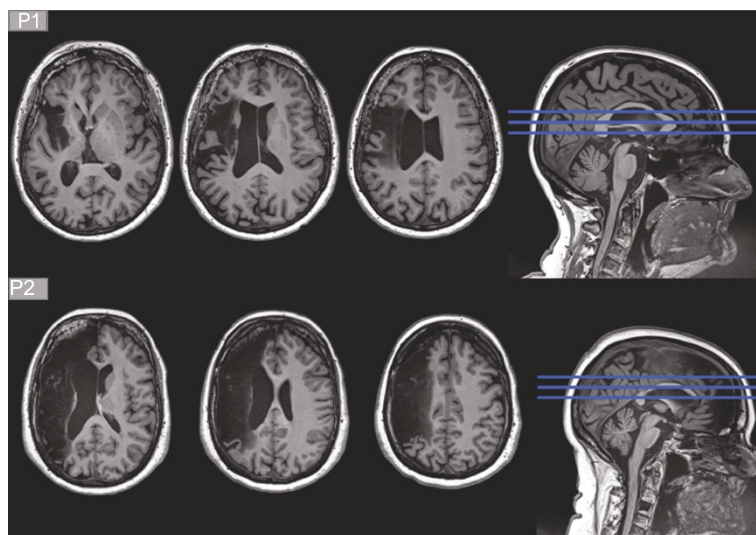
Lesion location on anatomical MRI for P1 (top three slices) and for P2 (bottom three slices).
